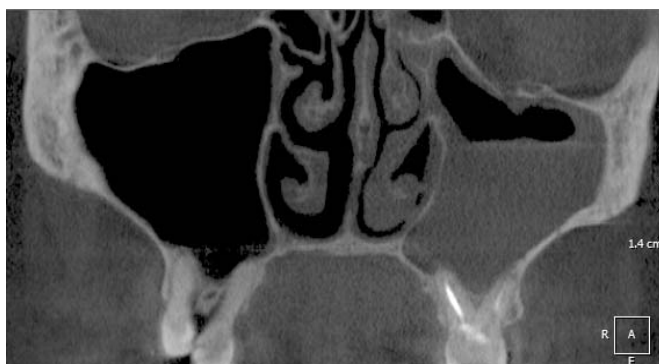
Фото конусно-лучевой томограммы пациентки с инфекционным ятрогенным верхнечелюстным синуситом слева (и/б № 4800). Гладкая поверхность верхней границы рентгенологической тени, расположенной на уровне естественного антро-назального соустья, указывает на выраженную экссудацию в пазухе.
